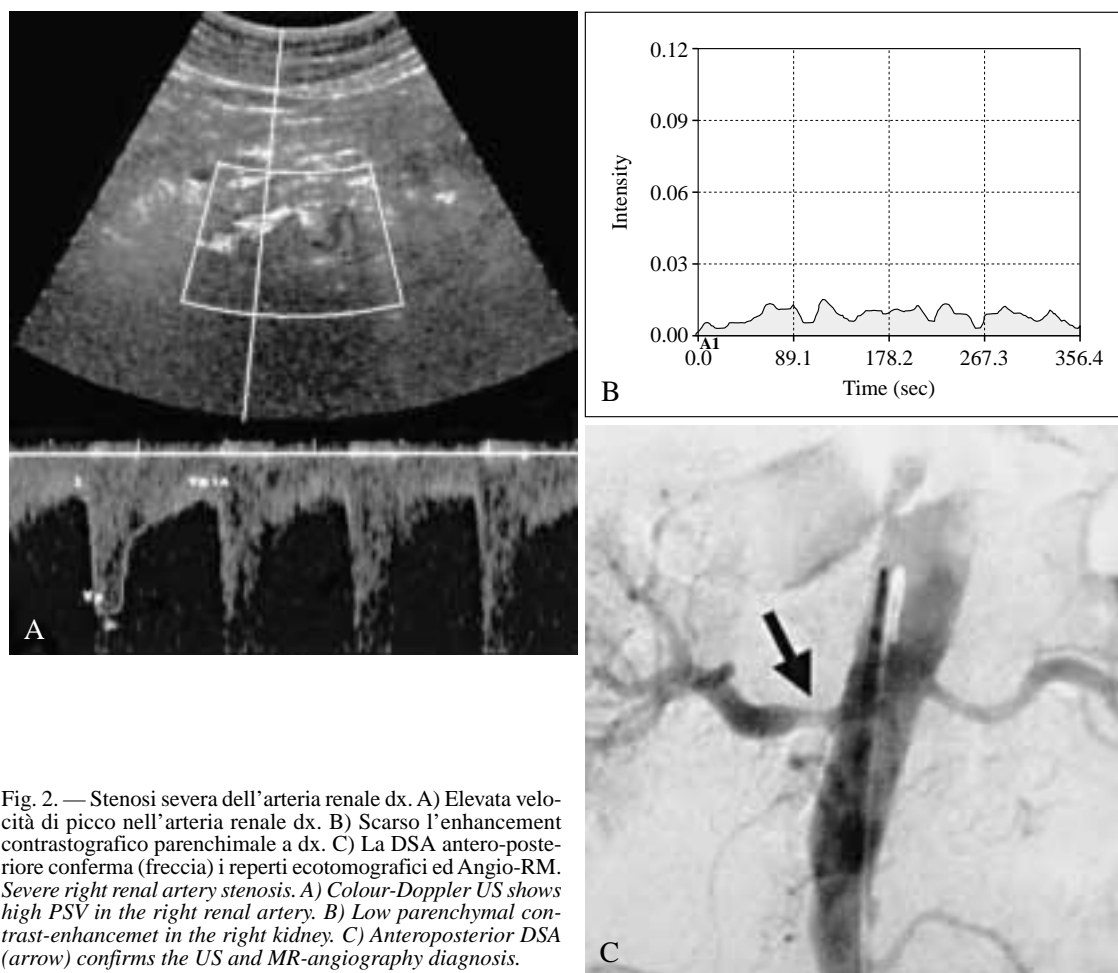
Stenosi severa dell'arteria renale dx. A) Elevata velocità di picco nell'arteria renale dx. B) Scarso l'enhancement contrastografico parenchimale a dx. C) La DSA antero-posteriore conferma (freccia) i reperti ecotomografici ed Angio-RM. *Severe right renal artery stenosis. A) Colour-Doppler US shows high PSV in the right renal artery. B) Low parenchymal contrast-enhancement in the right kidney. C) Anteroposterior DSA (arrow) confirms the US and MR-angiography diagnosis.*
